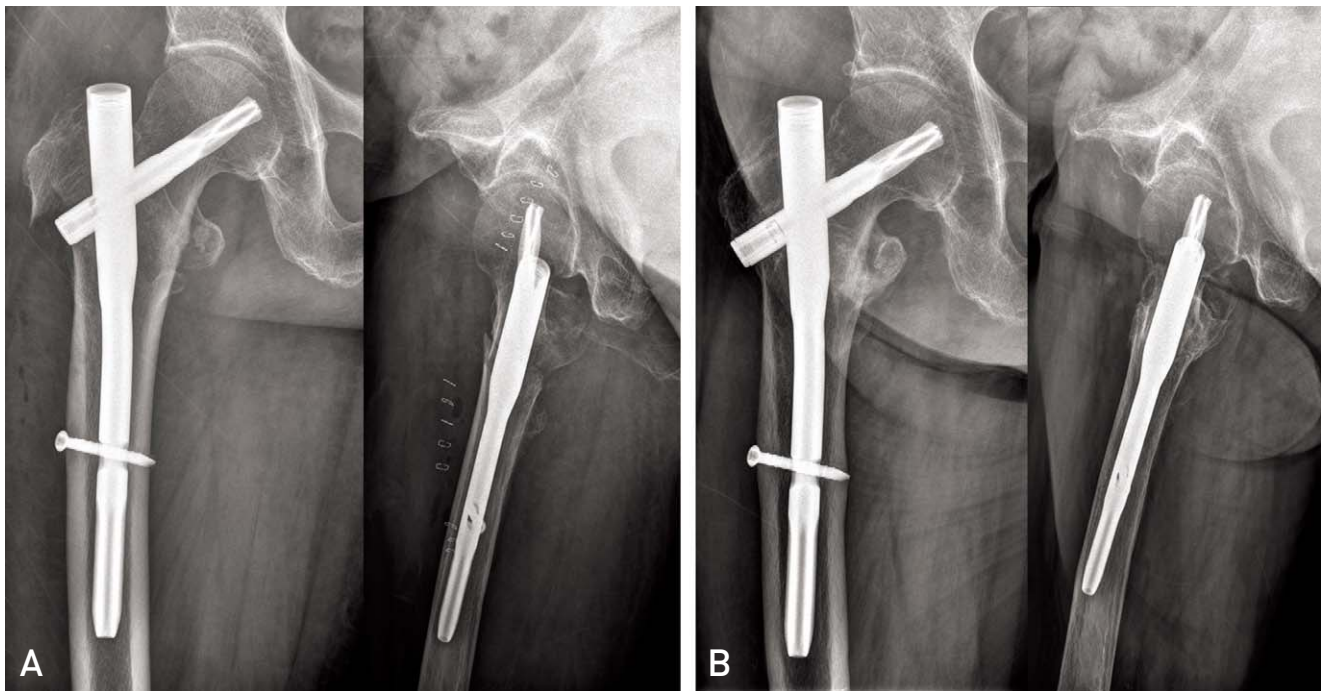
(A) Immediate postoperative radiographs show anatomical reduction and acceptable position of blade in unstable fracture. (B) Radiographs obtained at 18 months after surgery show stable fixation of implant and firm union of fracture site.
